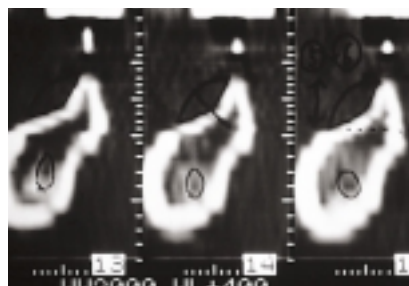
図 CT多断面再構成(MPR)による下顎臼歯部垂直断面像。マーカーの方向でドリリングすると舌側に穿孔しやすい。このような骨形態をした症例では、オルソパントモ像のみでの長さの決定は非常に危険である。
